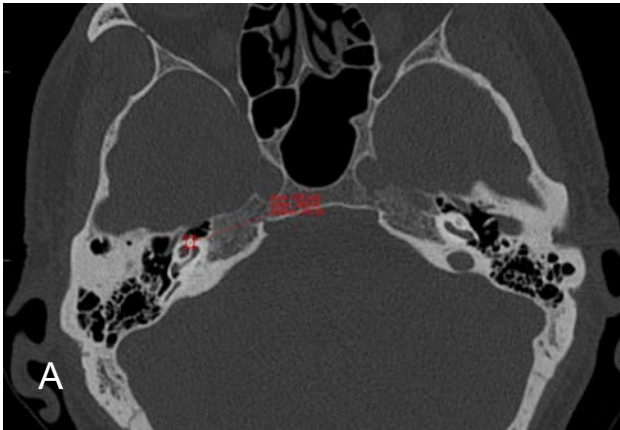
Selección de 3 regiones de interés (RI) en TC de sujeto sin afectación por hueso pagético. A: RI1: Antero-medial a la espira apical de la cóclea. B: RI2: Antero-medial a la espira basal de la cóclea. C: RI3: Zona póstero-medial a la cóclea junto al borde posterior del peñasco, adyacente a la fosa craneal posterior, fuera del cápsula ótica.
